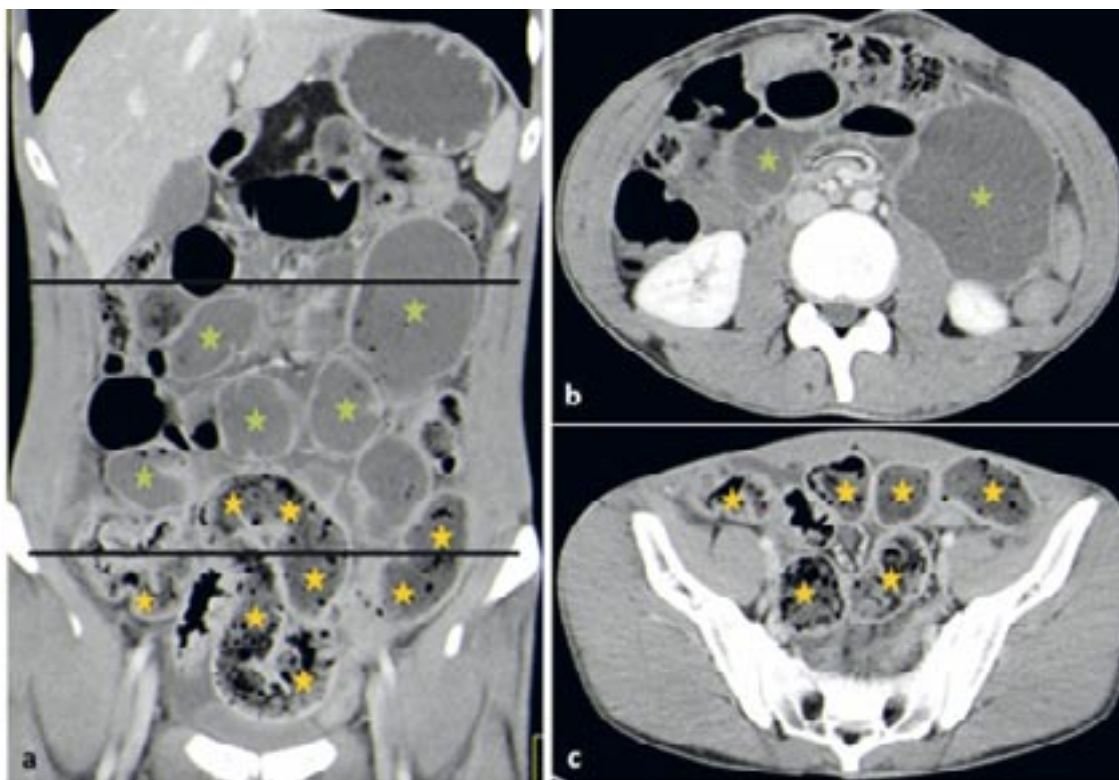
Abdominelle CT bei 23 Jahre altem Patient mit Darmobstruktion
